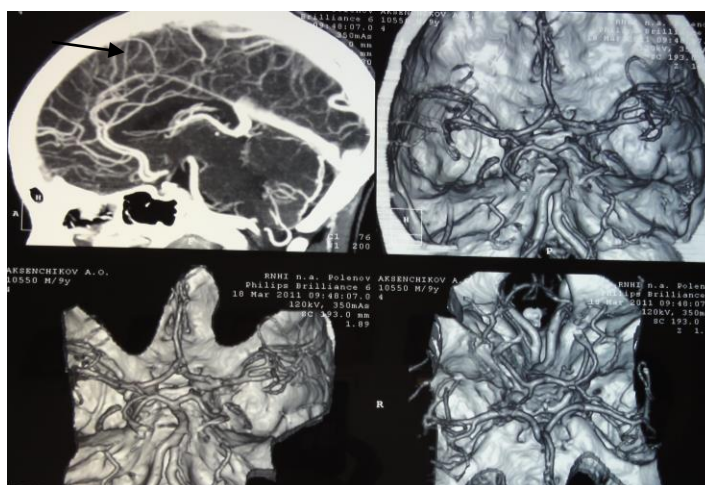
Больной А., 9 лет. Ист. б. №499 - 11. СКТ ангиография с венозной фазой для оценки особенности дренирующих вен.
